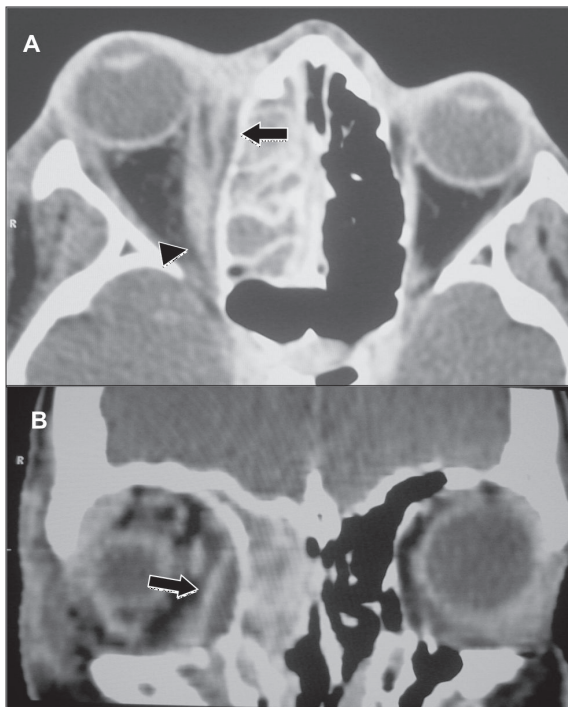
Abscesso subperiosteal: adulto com história de sinusite aguda não tratada e proptose progressiva direita há 4 dias; TC no plano axial (A) e reformatação no plano coronal (B), após a administração venosa do meio de contraste; Velamento maxiloetmoidal à direita e coleção subperiosteal no quadrante medial da órbita contígua (setas), associada ao espessamento do músculo reto medial (cabeça de seta)
